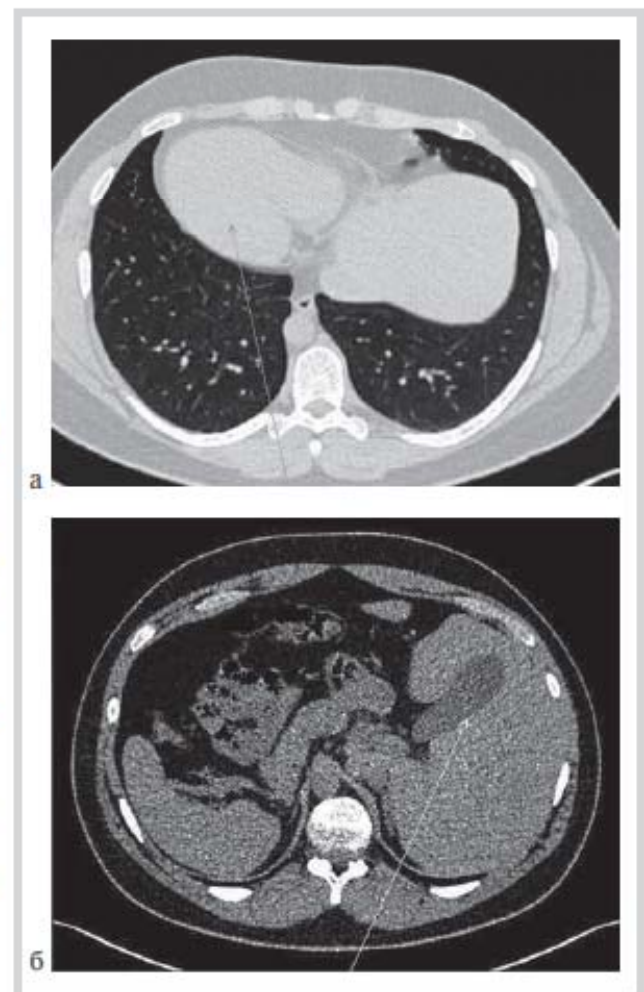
Компьютерные томограммы (а, б) больной с синдромом Картагенера (*situs viscerum inversus*), которая наблюдается в клинике по поводу частых ИЗАП.
